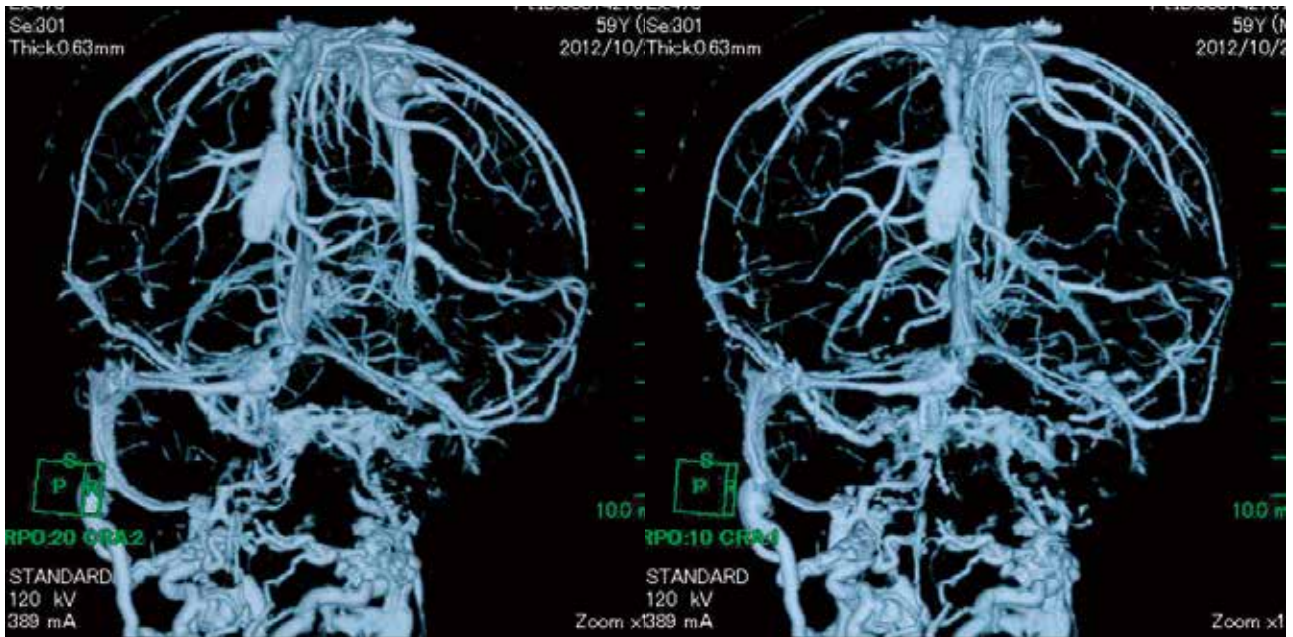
3D-CT venography 上矢状洞後半部から右横静脈洞にかけて造影欠損を認めた。
